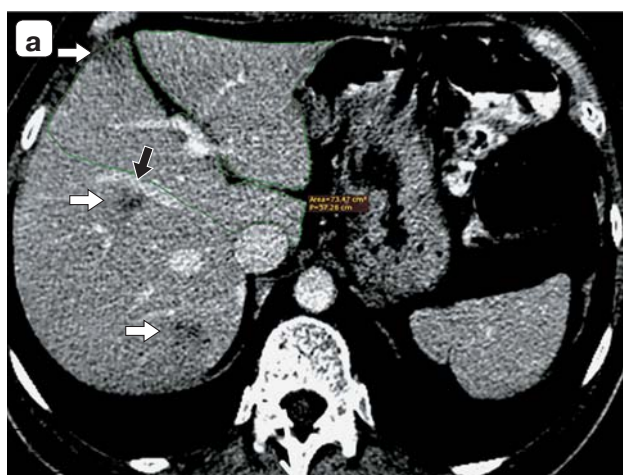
Компьютерные томограммы. Метастазы в печени (указаны белыми стрелками): а — три метастаза в правой доле, метастаз в S_{VIII} прилежит к средней печеночной вене, возможно врастание (указано черной стрелкой); б — метастаз в левой доле. Внутривенное контрастное усиление, венозная фаза.
